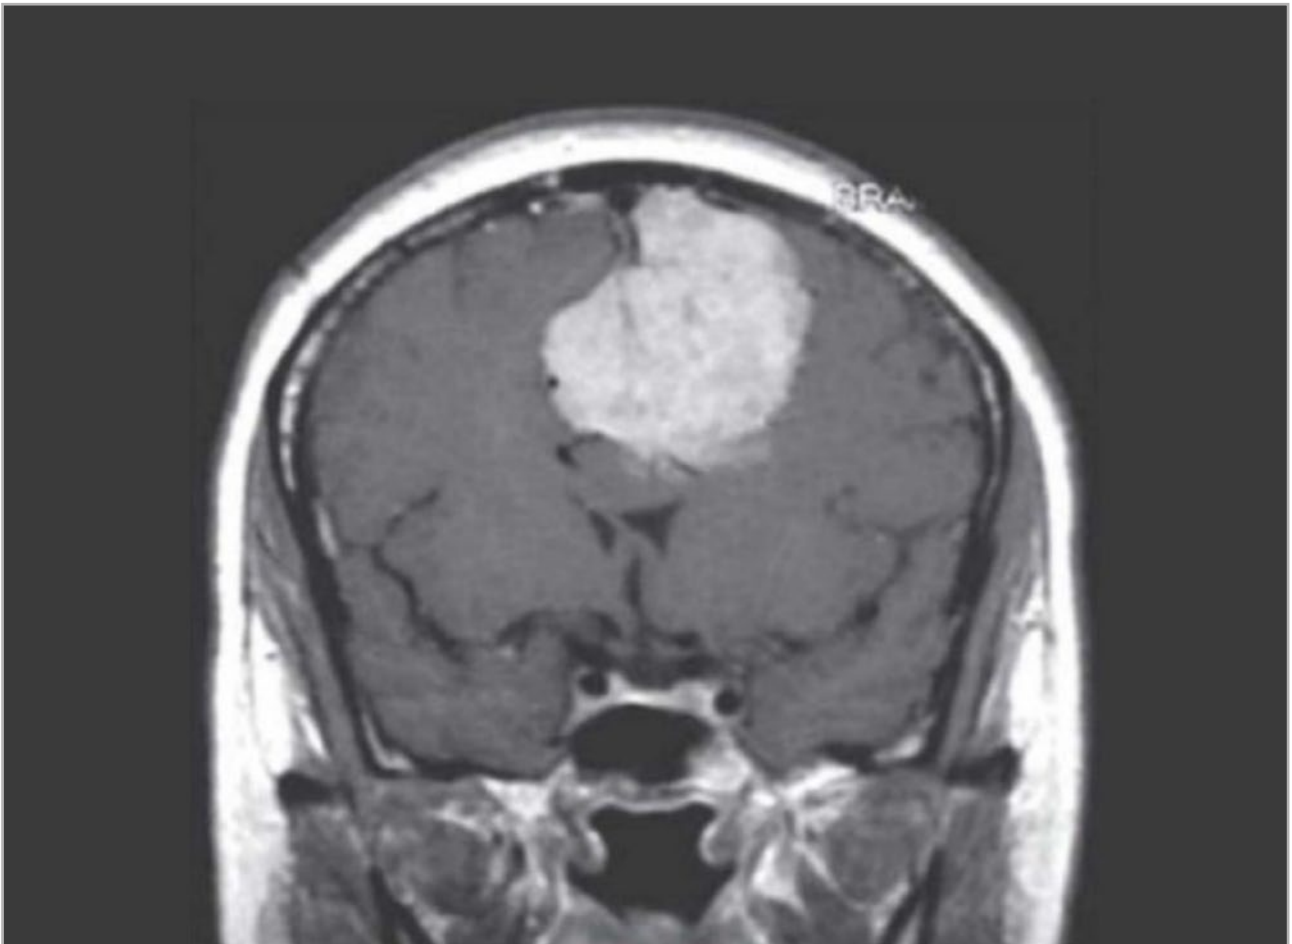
Meningioma. Corte coronal de resonancia magnética (RM) con gadolinio de un meningioma parafalcino con desplazamiento hacia la derecha de la arteria cerebral anterior. Tomado de Allan H. Roppe et al. Capítulo 31. Intracranial Neoplasms and Paraneoplastic Disorders. Adams and Victor's Principles of Neurology.
